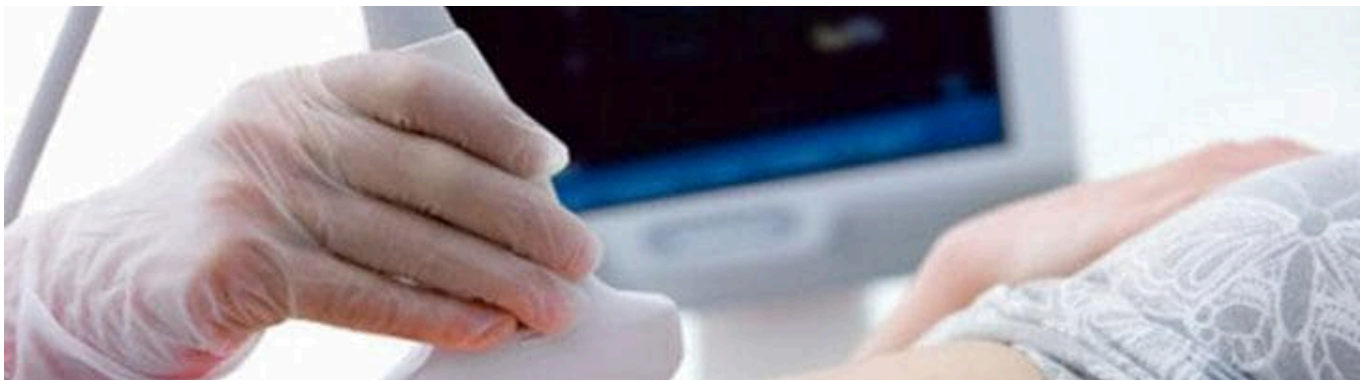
Diferencia entre los Términos “Ecografía” y “Ultrasonido”
